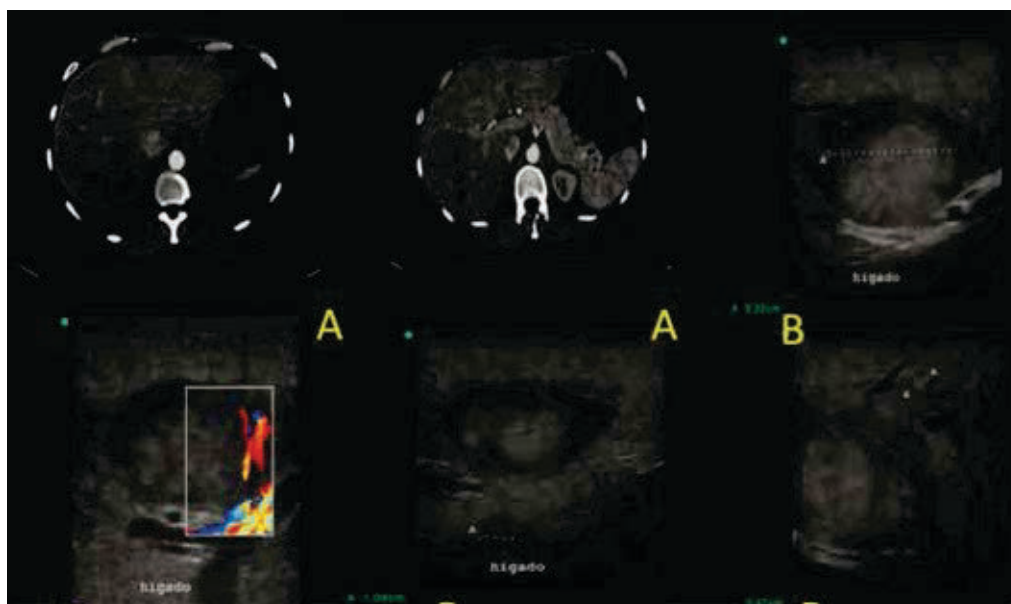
Paciente femenina de 61 años de edad, con antecedente de cáncer de recto con presencia de metástasis hepática en segmento V, se realiza ultrasonido intraoperatorio donde se observa lesión hipoeoica de bordes bien definidos sin evidencian de otras lesiones en la glándula hepática; se observa la presencia de lecho quirúrgico sin remanente tumoral, así como la presencia de revisión de la pieza quirúrgica y márgenes mayores de 1 cm.
